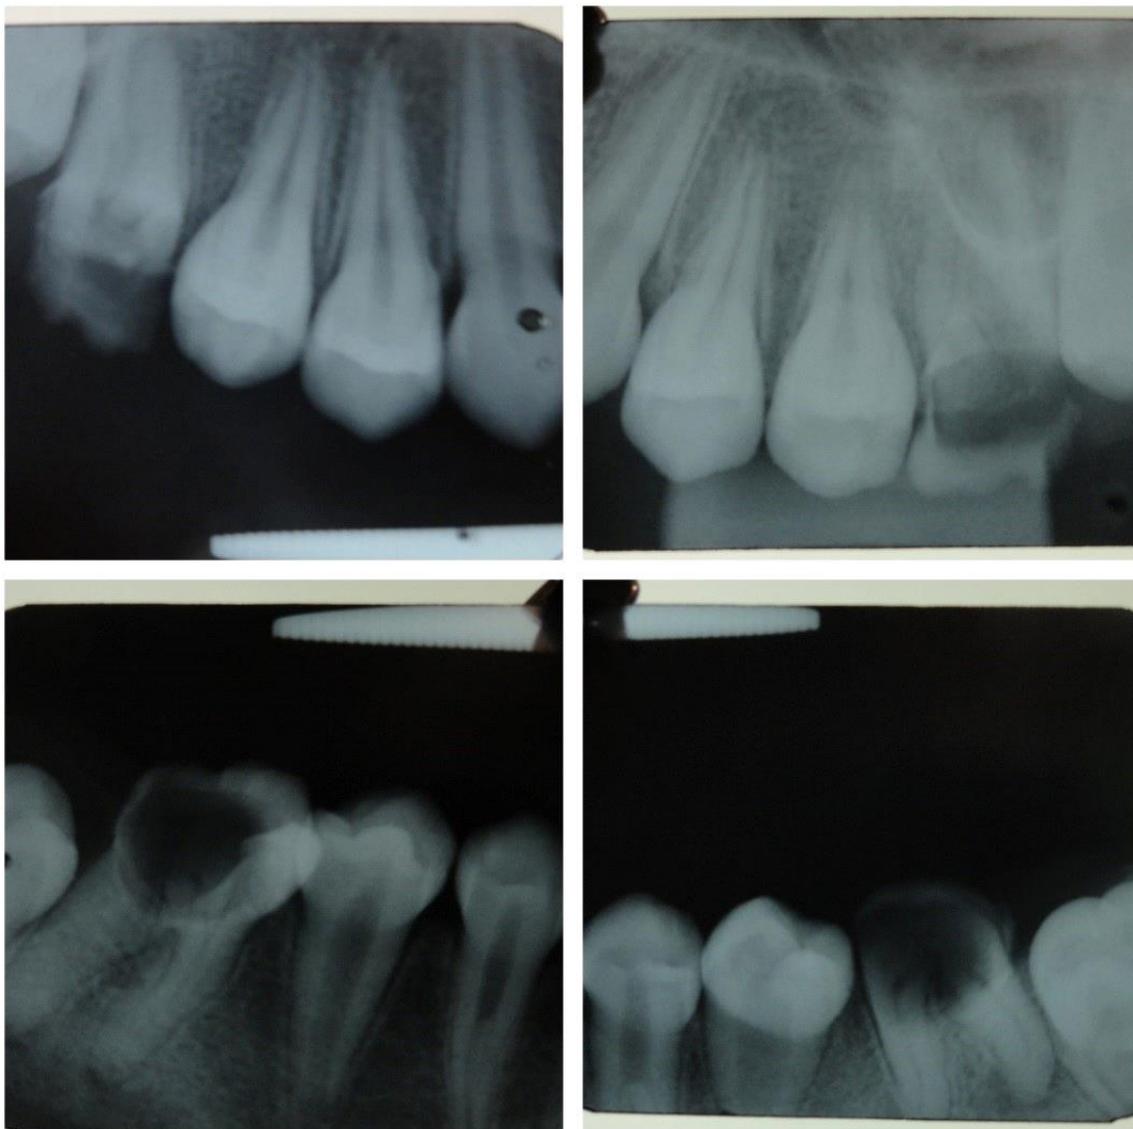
Imagens das radiografias periapicais dos primeiros molares permanentes. Novembro de 2015.
